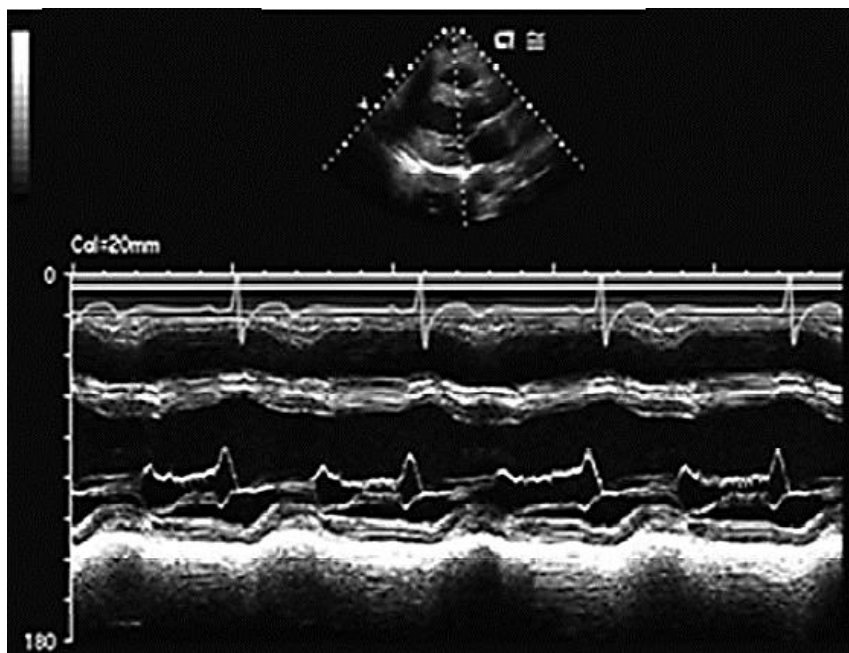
Левая парастеральная позиция, длинная ось сердца. Одномерная эхокардиография. Пациент с аортальной регургитацией. Диастолическая вибрация передней створки митрального клапана
